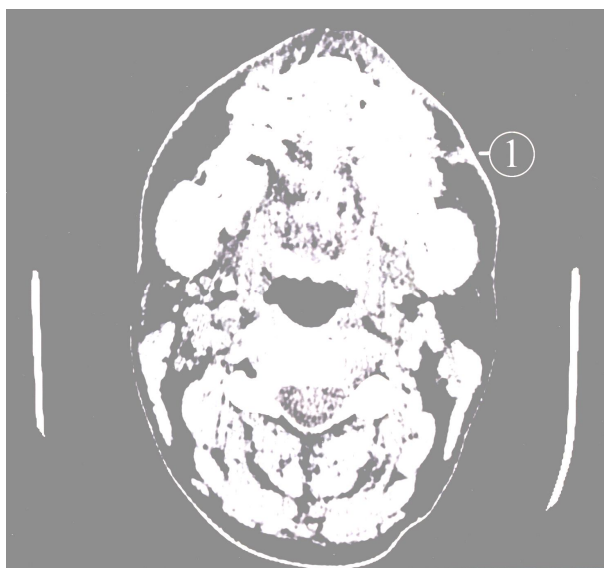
Пацієнт П., 22 роки. Історія хвороби №85. Діагноз: гіпертрофічний рубець лівої щічної ділянки. Рентгенологічна візуалізація рубцевозмінених тканин, глибина залягання та площа внутрішньотканиної частини рубця.
